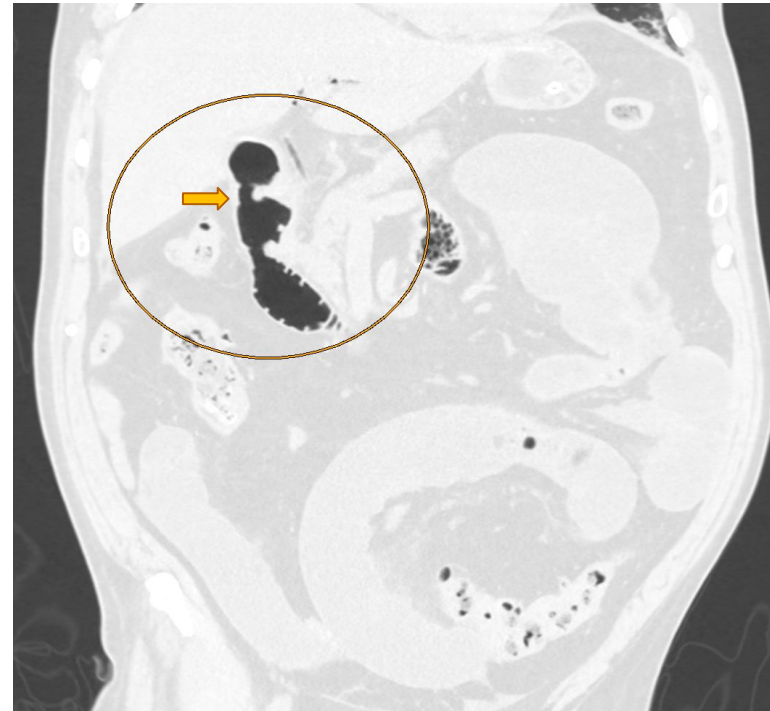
Corte coronal de TC con ventana de pulmón en la que se identifica la fístula bilioentérica (flecha). HUTVC.
